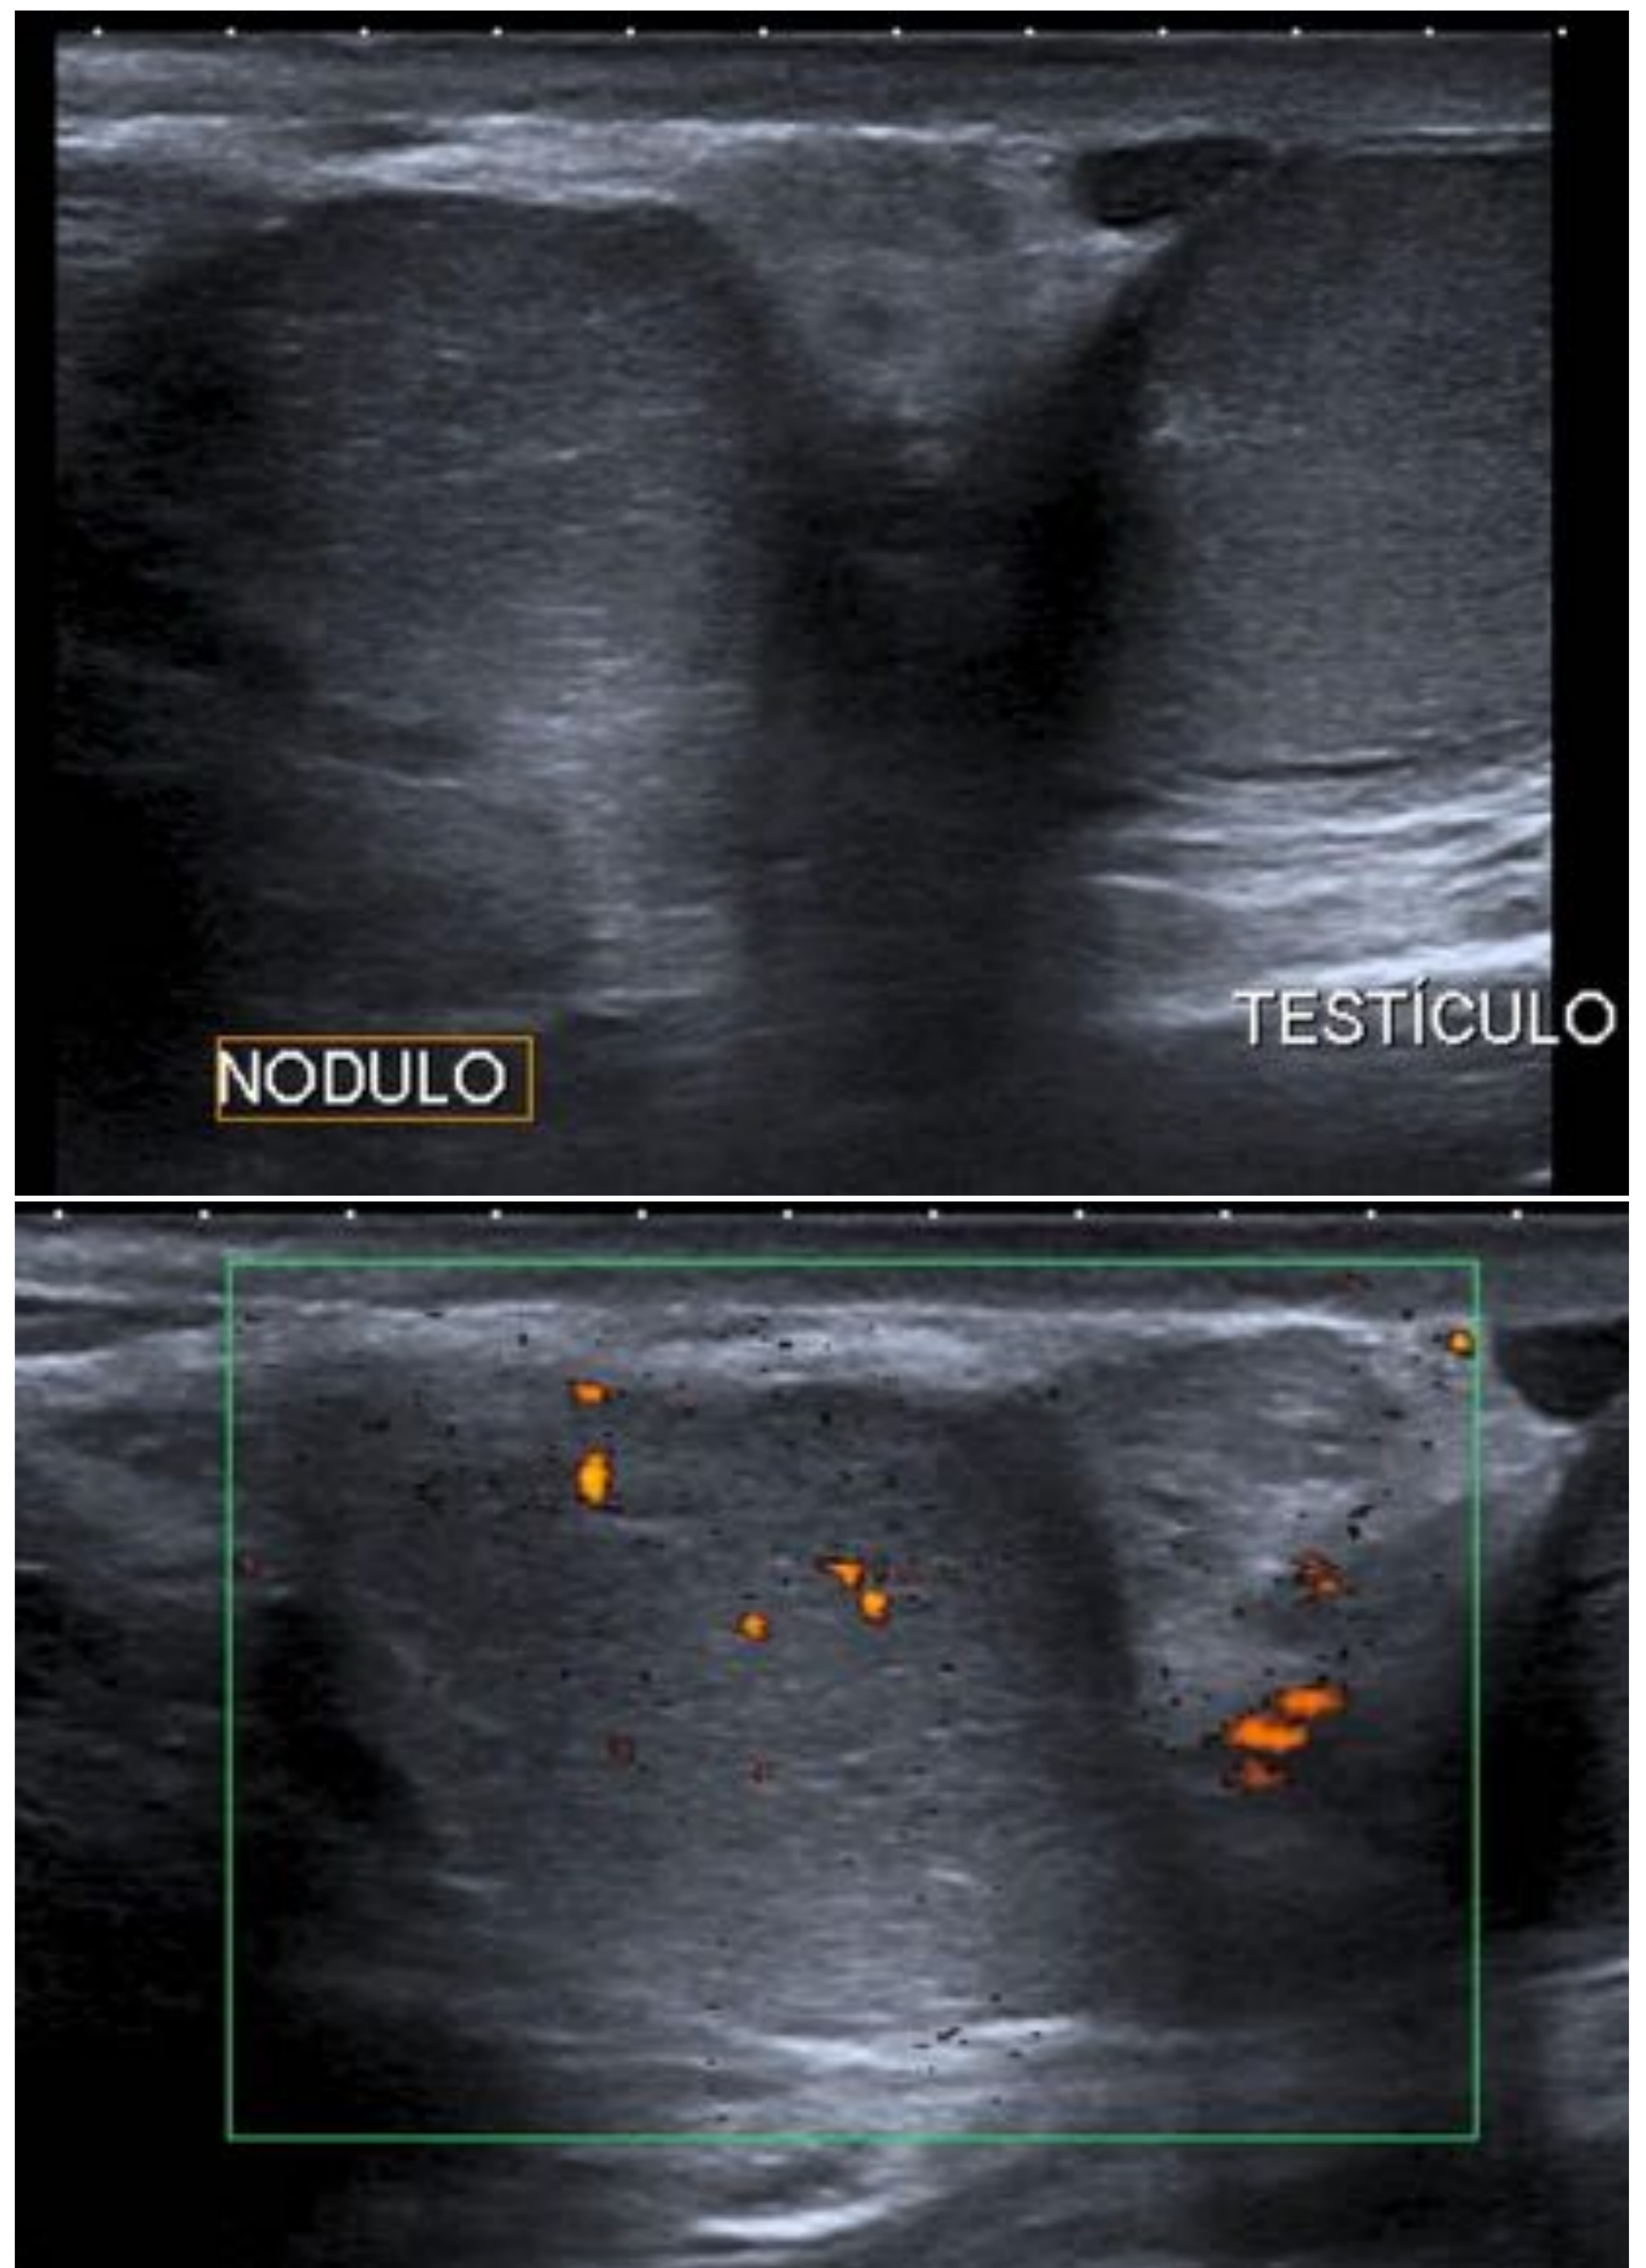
Liposarcoma de cordón espermático. Lesión extratesticular nodular, isoecoica con el parénquima testicular, bien delimitada y localizada en canal inguinal derecho. Escasa vascularización en el estudio Doppler. El resultado anatomopatológico confirmó la presencia de un liposarcoma desdiferenciado de cordón espermático.
